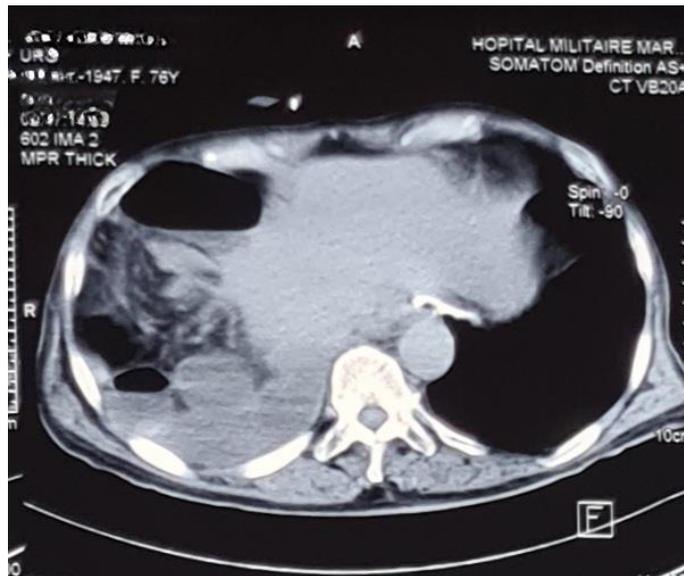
TDM thoraco-abdominale coupe axiale : hernie diaphragmatique postéro-latérale droite à contenu grêlique, colique, épiploïque étranglée compliquée d'une occlusion grêlique mécanique.
